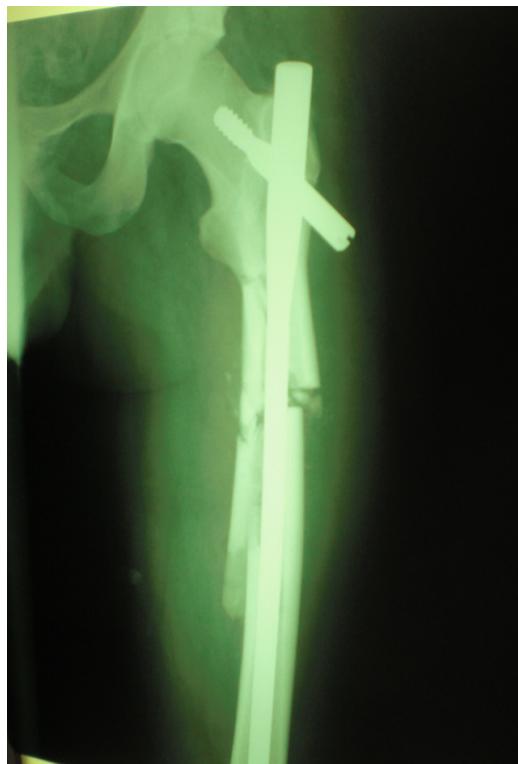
Radiographie d'une FDF du 1/3 sup traitée par un clou gamma long
